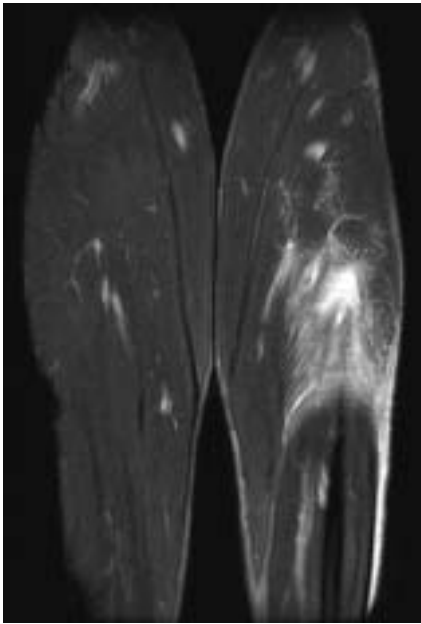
Contusión muscular en la pantorrilla de un futbolista en resonancia magnética. Presencia de un hematoma por ruptura de las fibras musculares acompañado de edema en una secuencia T2 con saturación de grasa.
